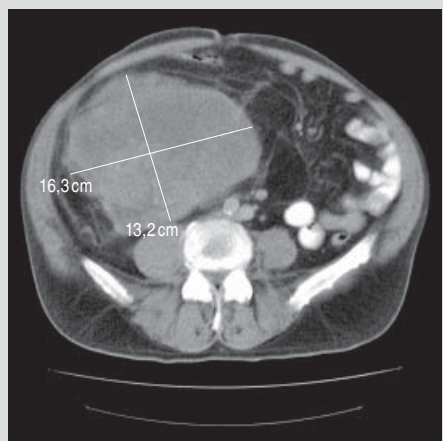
Předoperační CT tumor na úrovni ledvin
